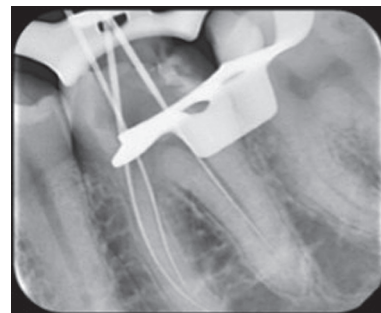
Intraoral Periapical radiograph of the master cone placement.
